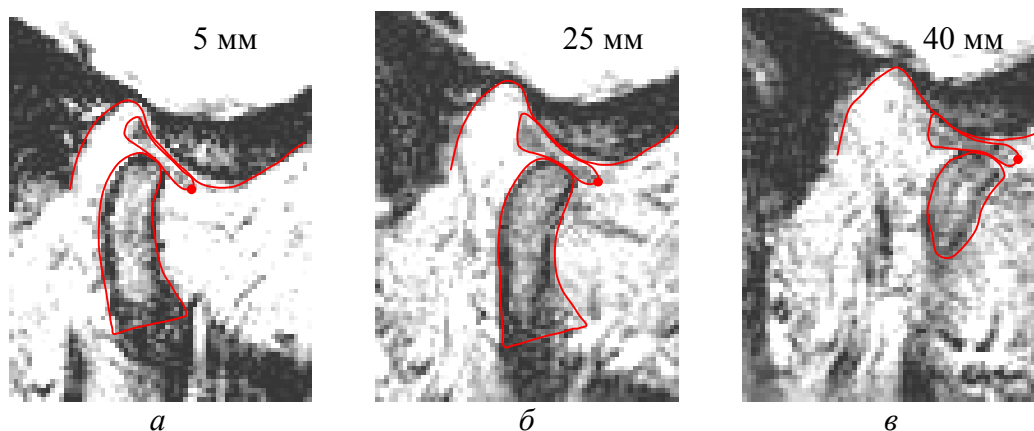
МРТ-срезы ВНЧС, соответствующие различным расстояниям между резцами: a – 5 мм; b – 25 мм; $в$ – 40 мм
